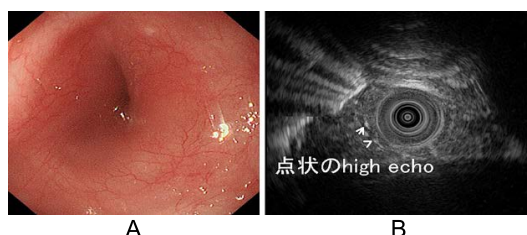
上部消化管内視鏡・超音波内視鏡検査（1歳2か月時）
